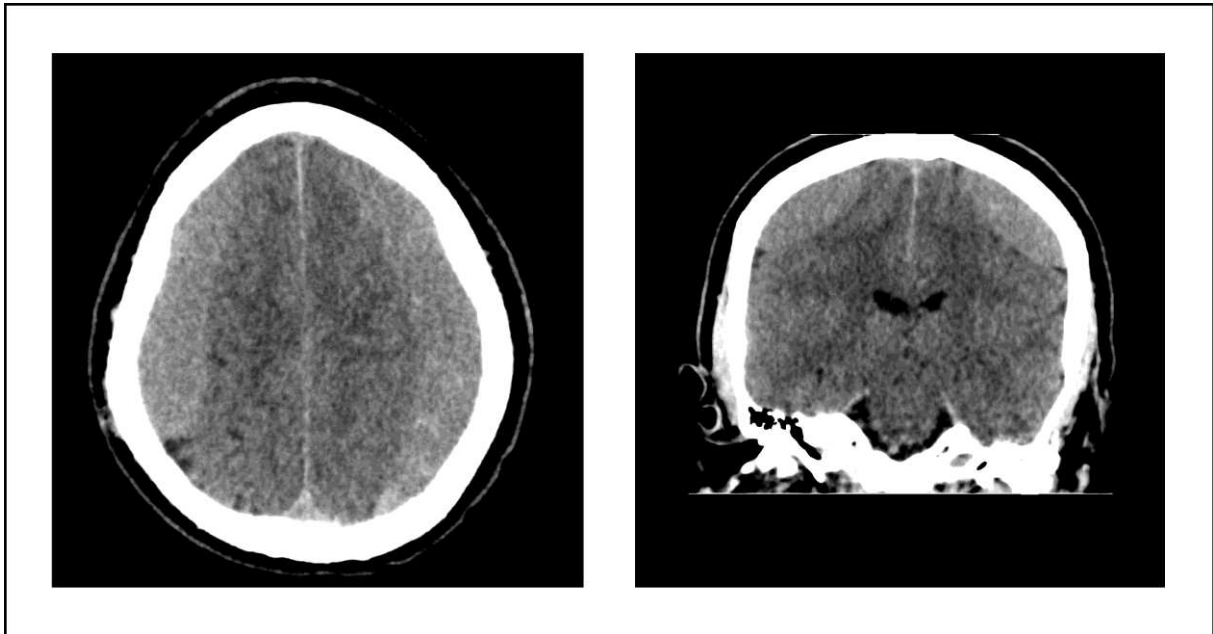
Radiologie cCT. Kraniale Computertomographie eines chronischen Subduralhämatoms beidseits. cCT nativ, links axial, rechts coronar (cCT: Kraniale Computertomographie).
